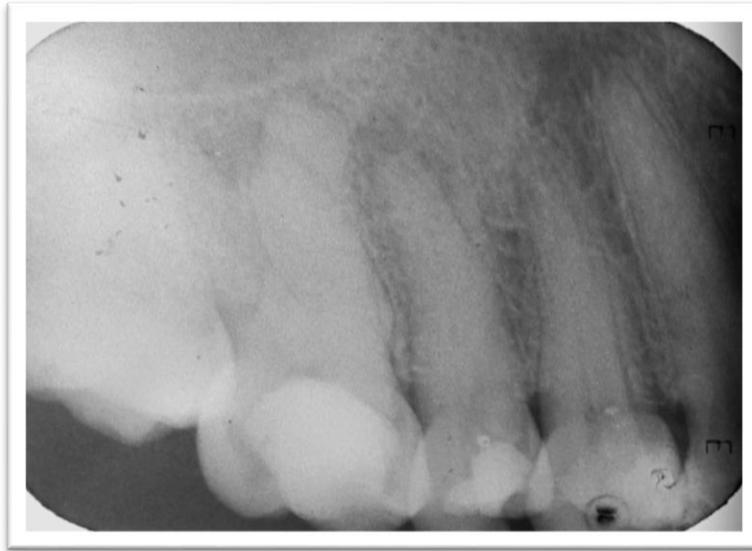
Radiografía inicial de la zona donde se refería presentaba sintomatología, podemos observar afectados los OD con número 16, 15, 14.
